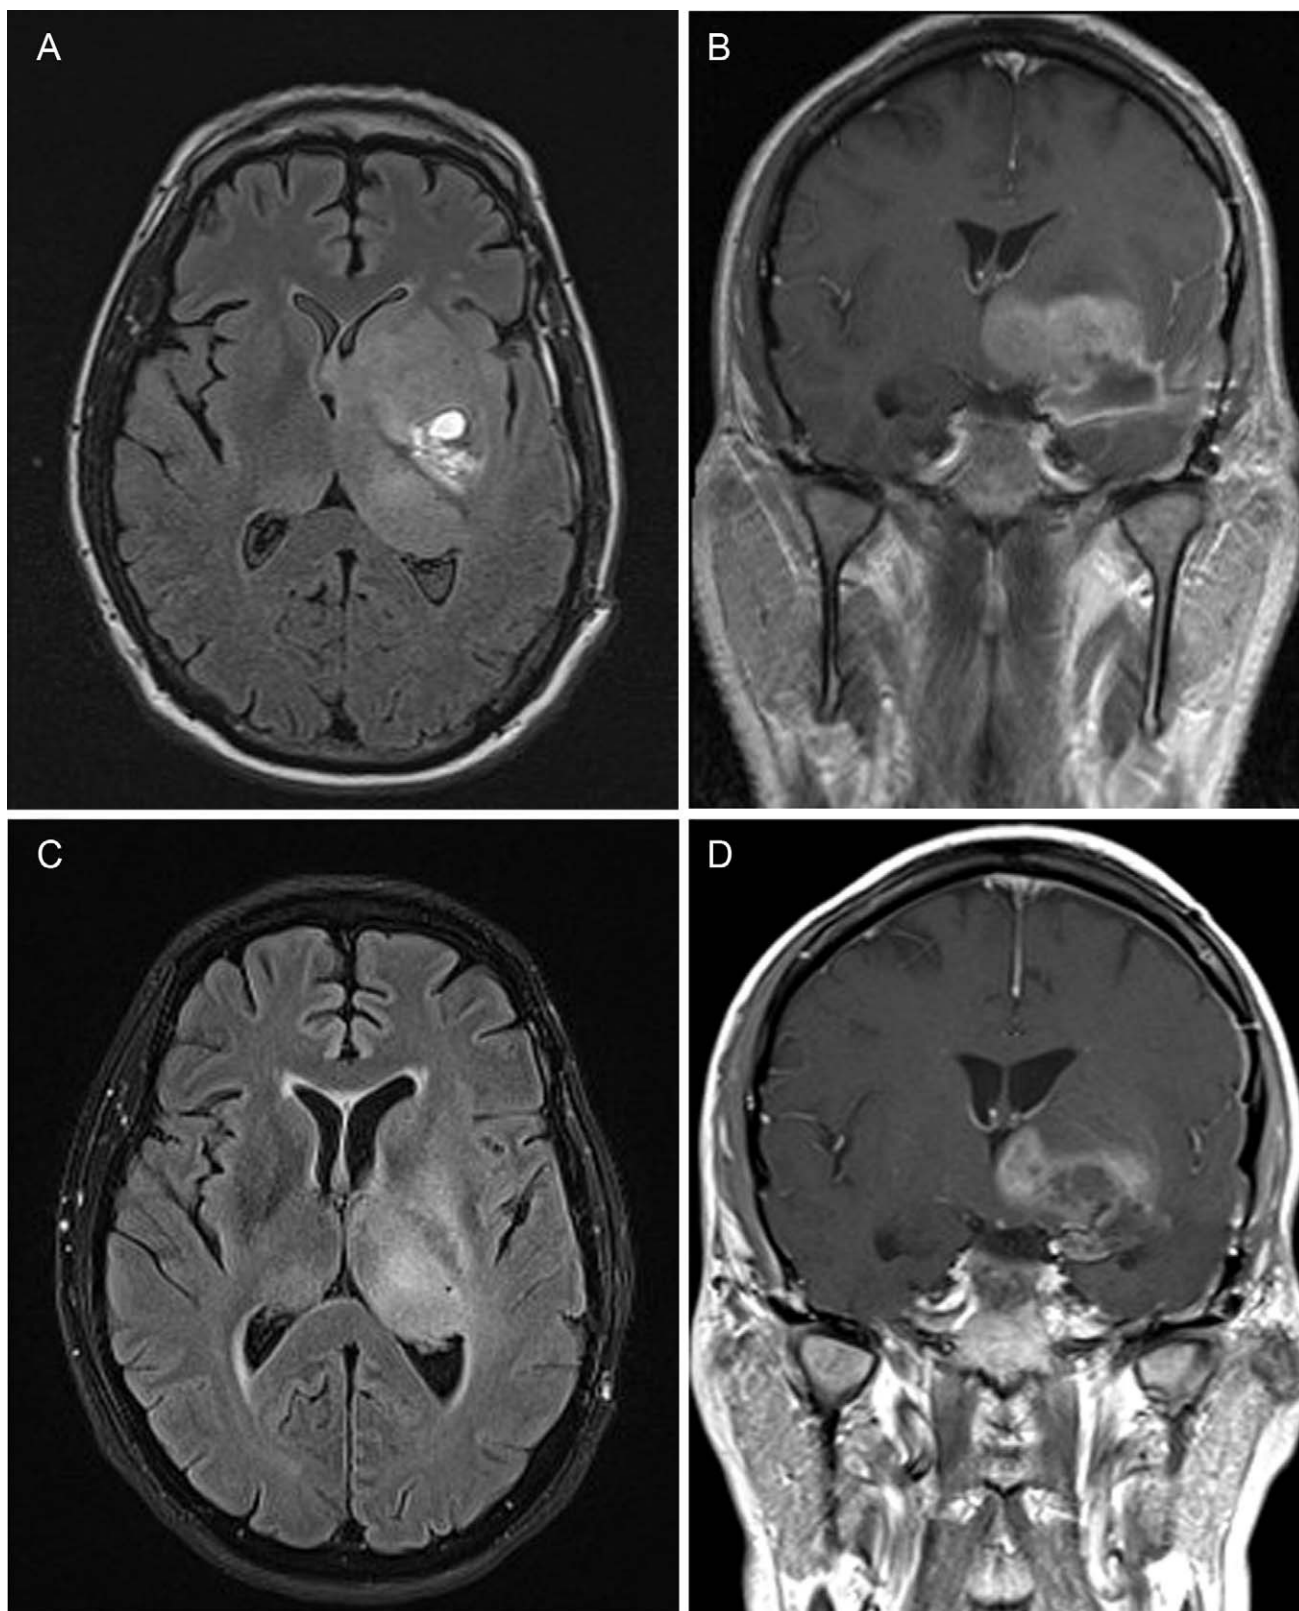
Resonancia magnética del paciente 1. Las imágenes A y B corresponden a secuencias FLAIR y T1 con gadolinio en la fase de empeoramiento de síntomas. Las imágenes C y D corresponden a las mismas secuencias después del tratamiento con bevacizumab (un ciclo). Nótese la reducción del efecto masa, así como del tamaño del tumor captante de contraste. Asimismo, se observa una re-expansión del tamaño normal de los ventrículos.
